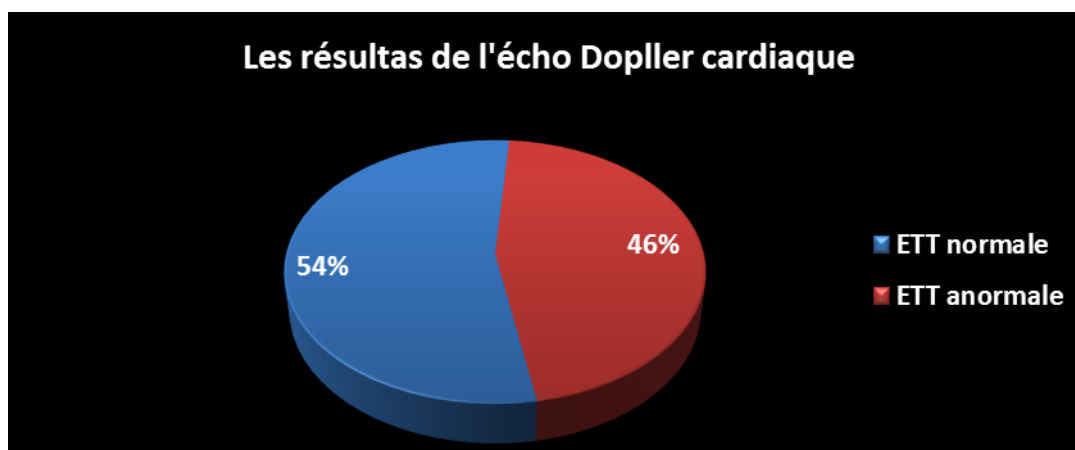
Les résultats de l'écho Doppler cardiaque chez nos patients.
